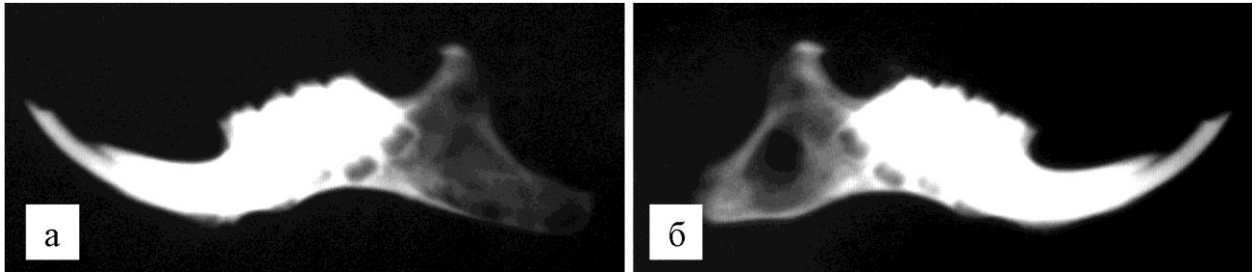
Рентгенограмма симметричных половин нижней челюсти морской свинки через 12 недель после трансплантации: на стороне эксперимента (а) область дефекта имеет более высокую рентгенологическую плотность, чем на стороне контроля (б)
